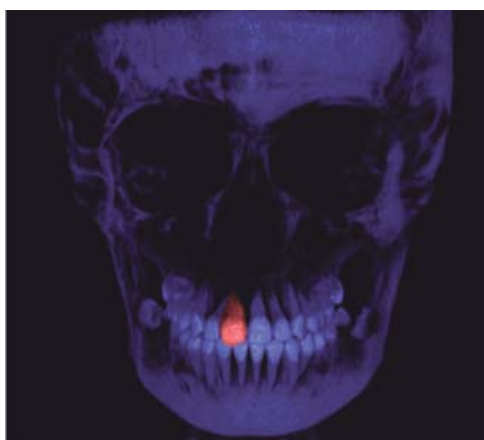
Tomografía final.
